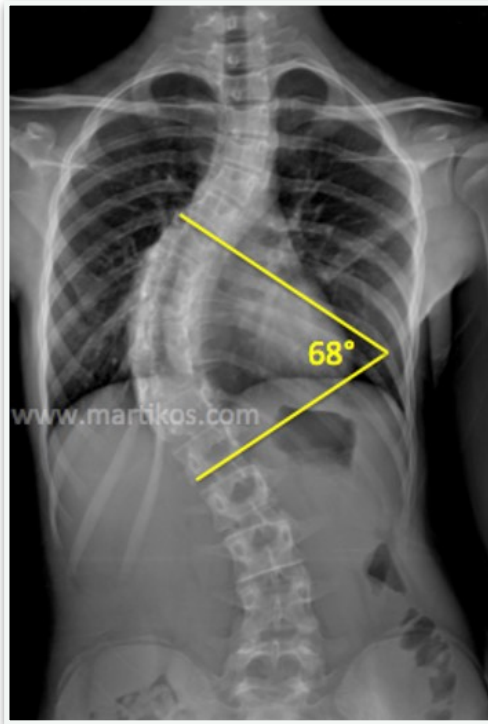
Misurazione dell'angolo di Cobb sulla radiografia della colonna vertebrale.
